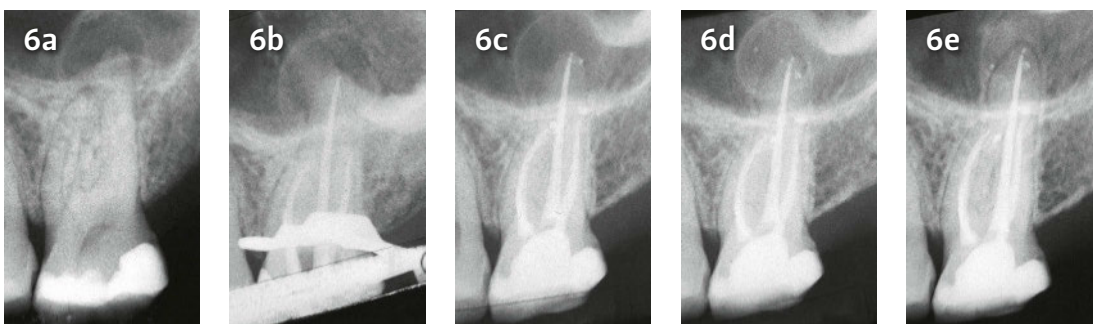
Ausgangsröntgenbild eines Zahns mit einer weniger grossen Aufhellung (palatinal) als in den anderen Beispielen, welche aber von einer stärker ossifizierten Schicht umgeben ist, was in der Regel klinisch mit einer Zyste in Zusammenhang gebracht wird. Abb. 6b Gutta-Röntgenbild vor Wurzelfüllung, 4 Wochen nach Behandlungsbeginn und 3 Monate nach Ausgangsröntgenbild. Abb. 6c Kontrollröntgenbild nach 1 Jahr: noch keine grosse Veränderung. Die ossifizierte Schicht um die periapikale Aufhellung ist möglicherweise etwas weniger dicht. Abb. 6d Kontrollröntgenbild nach 2 Jahren: Die periapikale Läsion ist nun hypermineralisiert. Abb. 6e Kontrollröntgenbild nach 3 Jahren: Die periapikale Läsion scheint sich aufgelöst zu haben, bei teilweise persistierender Hypermineralisation. In diesem Fall könnte es sich um eine Taschenzyste gehandelt haben (vgl. Abb. 1).
